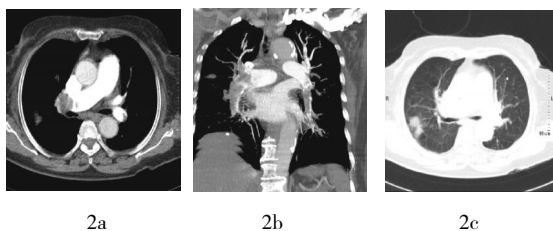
患者女性,65 岁,CT 增强扫描示右上肺癌,右下肺动脉栓塞。图 2a: 右侧主肺动脉分叉处栓塞;图 2b: CT 重建显示右下肺动脉及分支动脉栓塞;图 2c: 右上肺后段占位。
